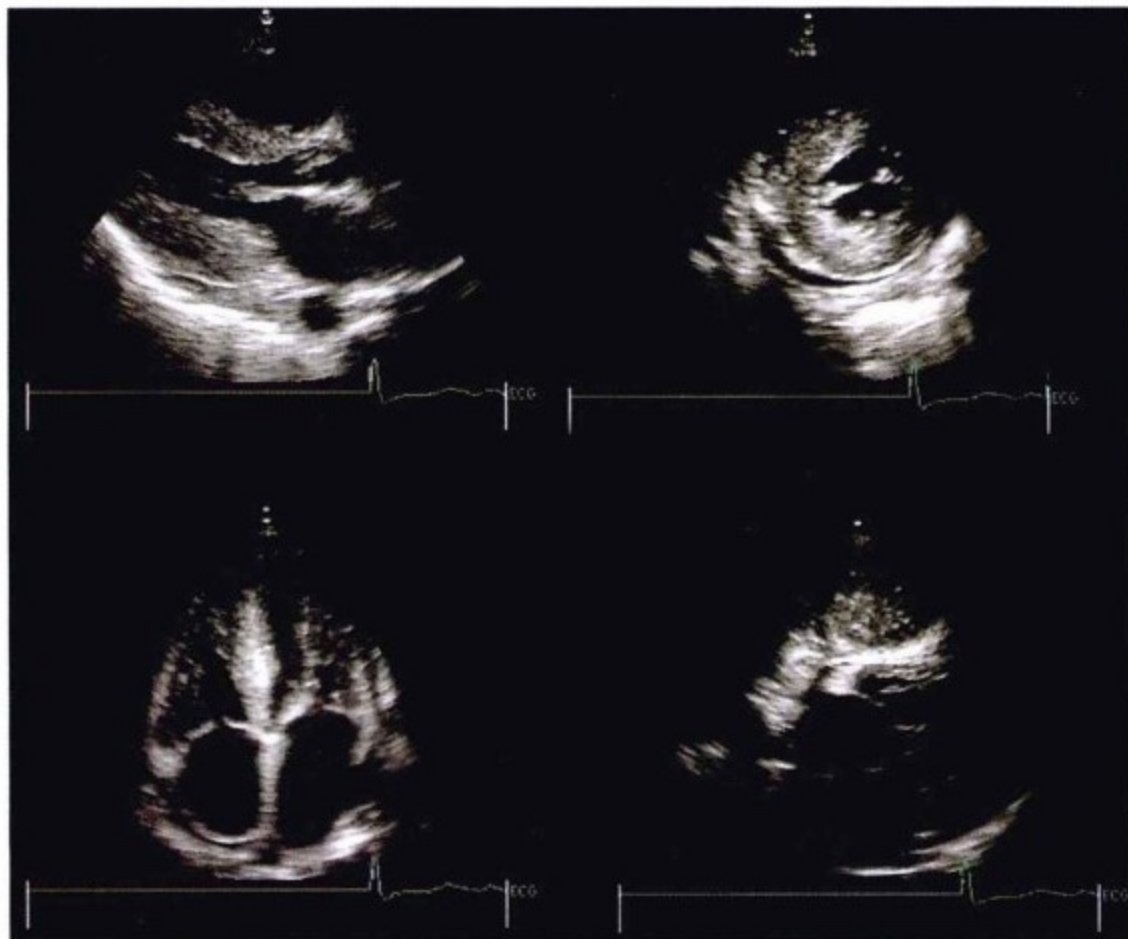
经胸超声心动图示少量心包积液,厚度小于1cm。积液主要集中在后部,由于不均匀分布,一些角度比其他角度显示更明显(淀粉样变性病例)。
